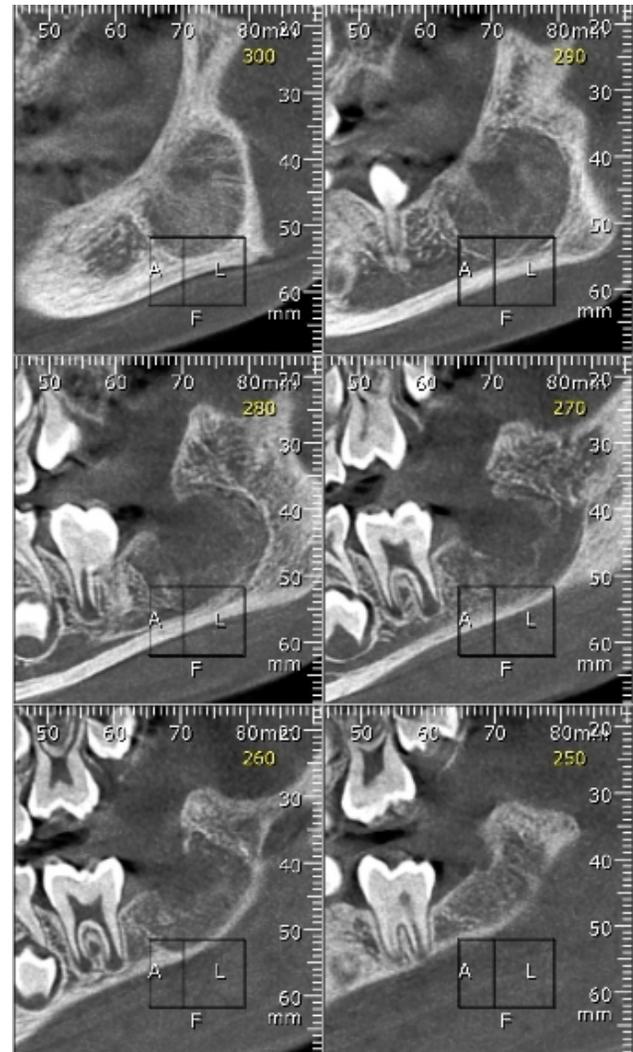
Cone Beam corte sagital de vestibular a lingual donde se observa amplio lecho quirúrgico con trabeculado óseo cicatricial en relación a paredes óseas.
